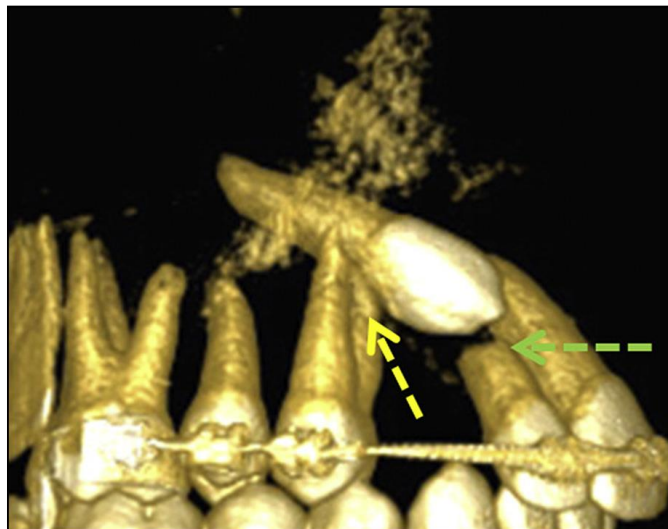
Tomografia computadorizada de feixe cônico tridimensional do canino impactado, mostrando como a orientação da raiz palatina de um primeiro pré-molar pode causar a retenção canina (seta amarela)
